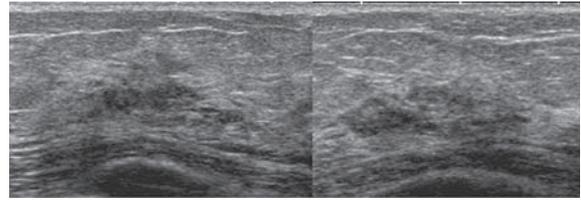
非腫瘍。境界不明瞭な局所性低エコー域。カテゴリ 4
